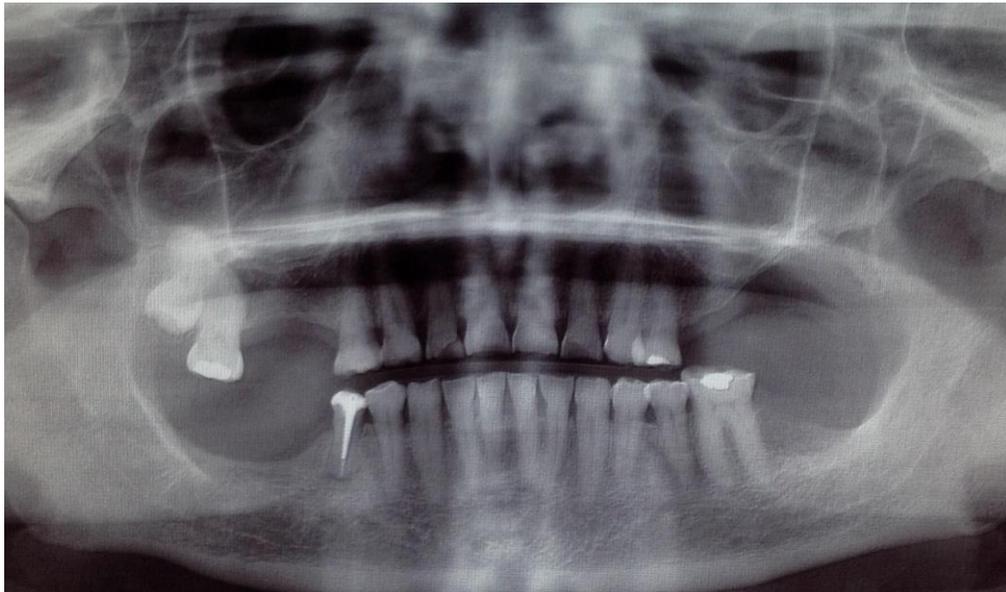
a) Ortopantomografía de control a 10 meses, donde se observa un trabéculado adecuado sin presencia de recidiva, Fuente propia.
